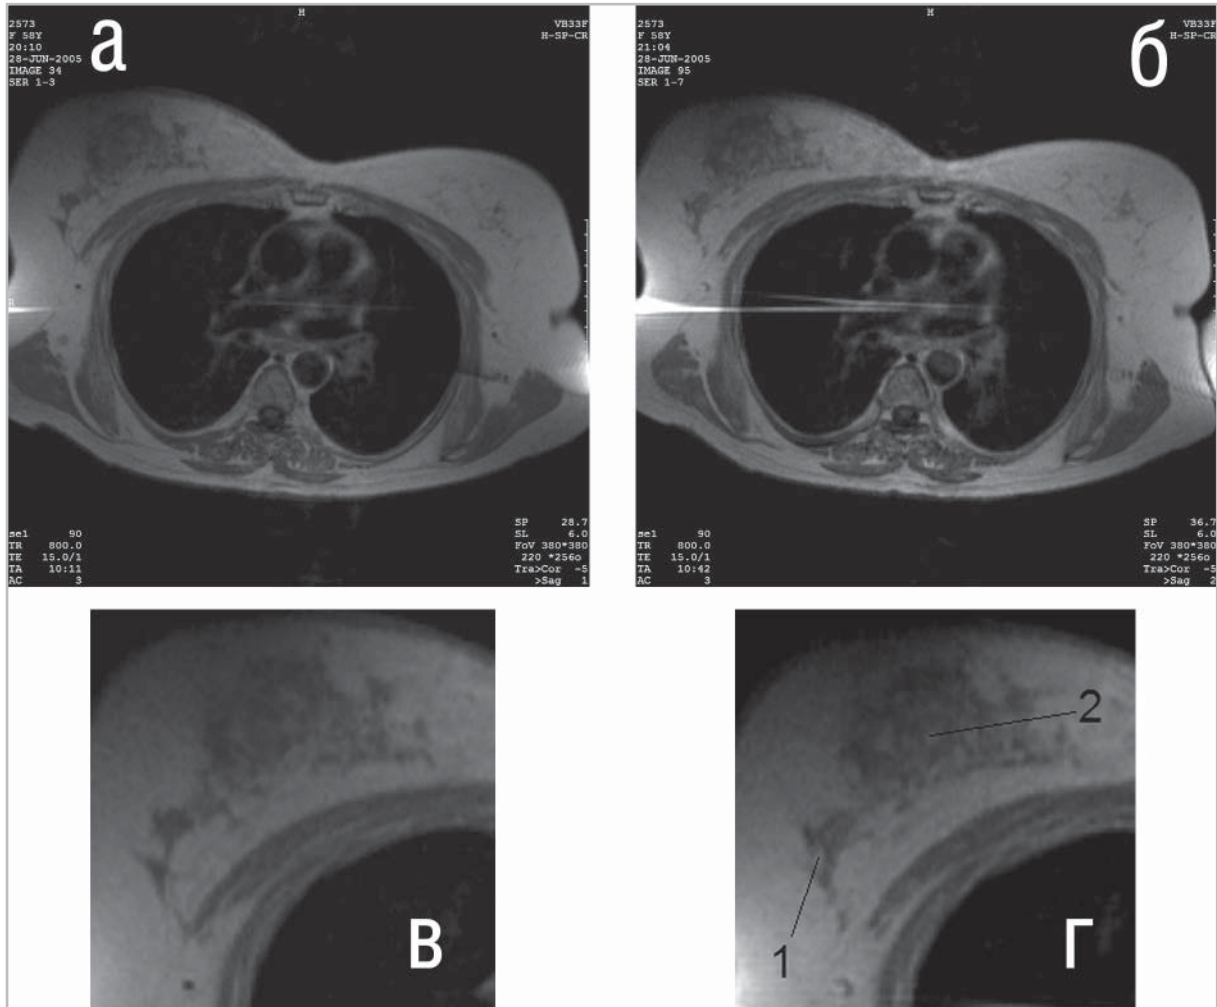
Визуальная картина парамагнитного контрастирования опухоли правосторонней молочной железы на аксиальных T1-взвешенных срезах грудной клетки. T1-взв. МРТ до (1а, 1в) и после (1б, 1г) парамагнитного контрастирования, при отечно-инfiltrативной опухоли, с распространением на близлежащие лимфоузлы (Т3N1M0). Рис.1а и 1б – нативные аксиальные срезы грудной клетки на уровне Th3. Рис 1в и 1г – выделенные области правосторонней молочной железы, с охватом опухоли и сторожевого лимфоузла. Отмечается усиление изображения проксимального к опухоли «сторожевого» лимфоузла (указатель 1 на рис. 2 г). Собственно первичная пухоль до 42-48 мм в поперечнике накапливает контраст по типу множественных пятен в толще и по периферии опухолевой ткани (указатель 2 рис. 2 б, г).
